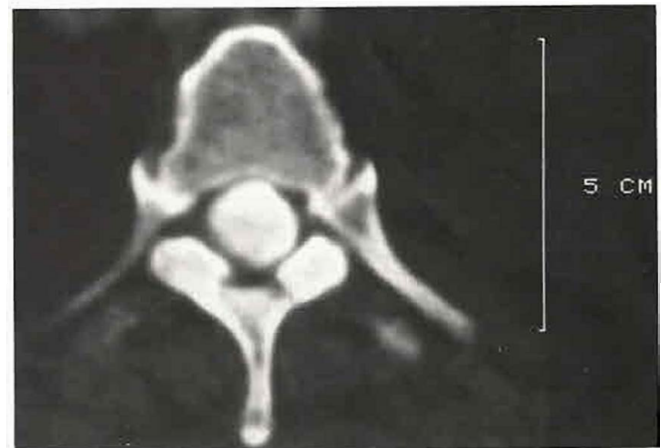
a, b und c Computertomographischer Befund einer intramedullären Raumforderung im Conus medullaris: Die axialen Aufnahmen (a und b) in Höhe des BWK 12 zeigen eine massive Auftreibung des Konus mit einem inkompletten KM-Stop. Die sagittale Rekonstruktion (c) zeigt die untere Begrenzung der Raumforderung. Insgesamt dringender Verdacht auf intramedullären Tumor, die Operation ergab jedoch eine zystische Veränderung im Sinne einer nichtkommunizierenden Syringohydromyelie.
